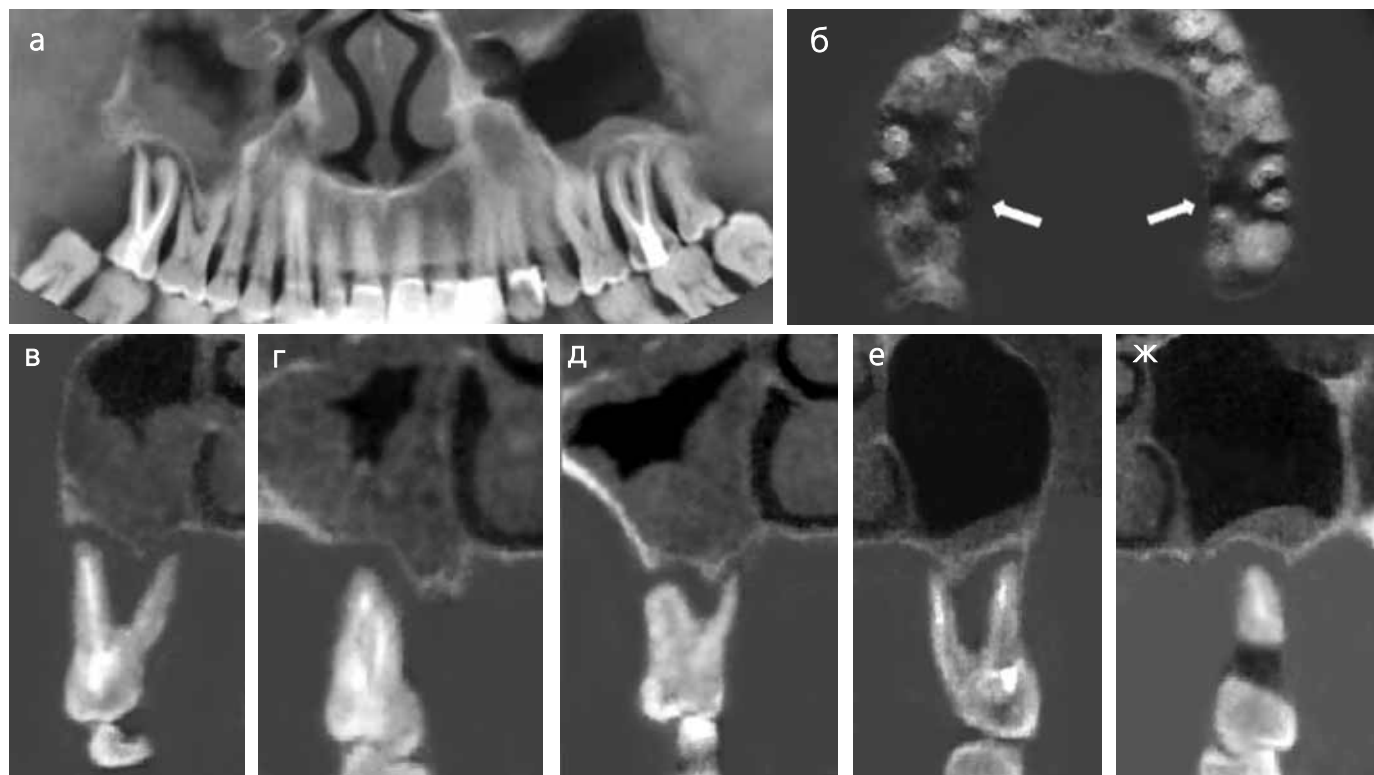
Конусно-лучевые компьютерные томограммы верхней челюсти. На панорамном (а) и аксиальном (б) изображениях челюсти, томограммах в трансверсальной проекции в области дистального щечного и небного корней зуба 1.7 (в), мезиального корня зуба 1.7 (г), дистального щечного и небного корней зубов 1.6 (д) и 2.7 (е), мезиального щечного корня зуба 2.7 (ж) определяется значительная деструкция пародонтальных костных тканей с образованием обширных костных карманов
